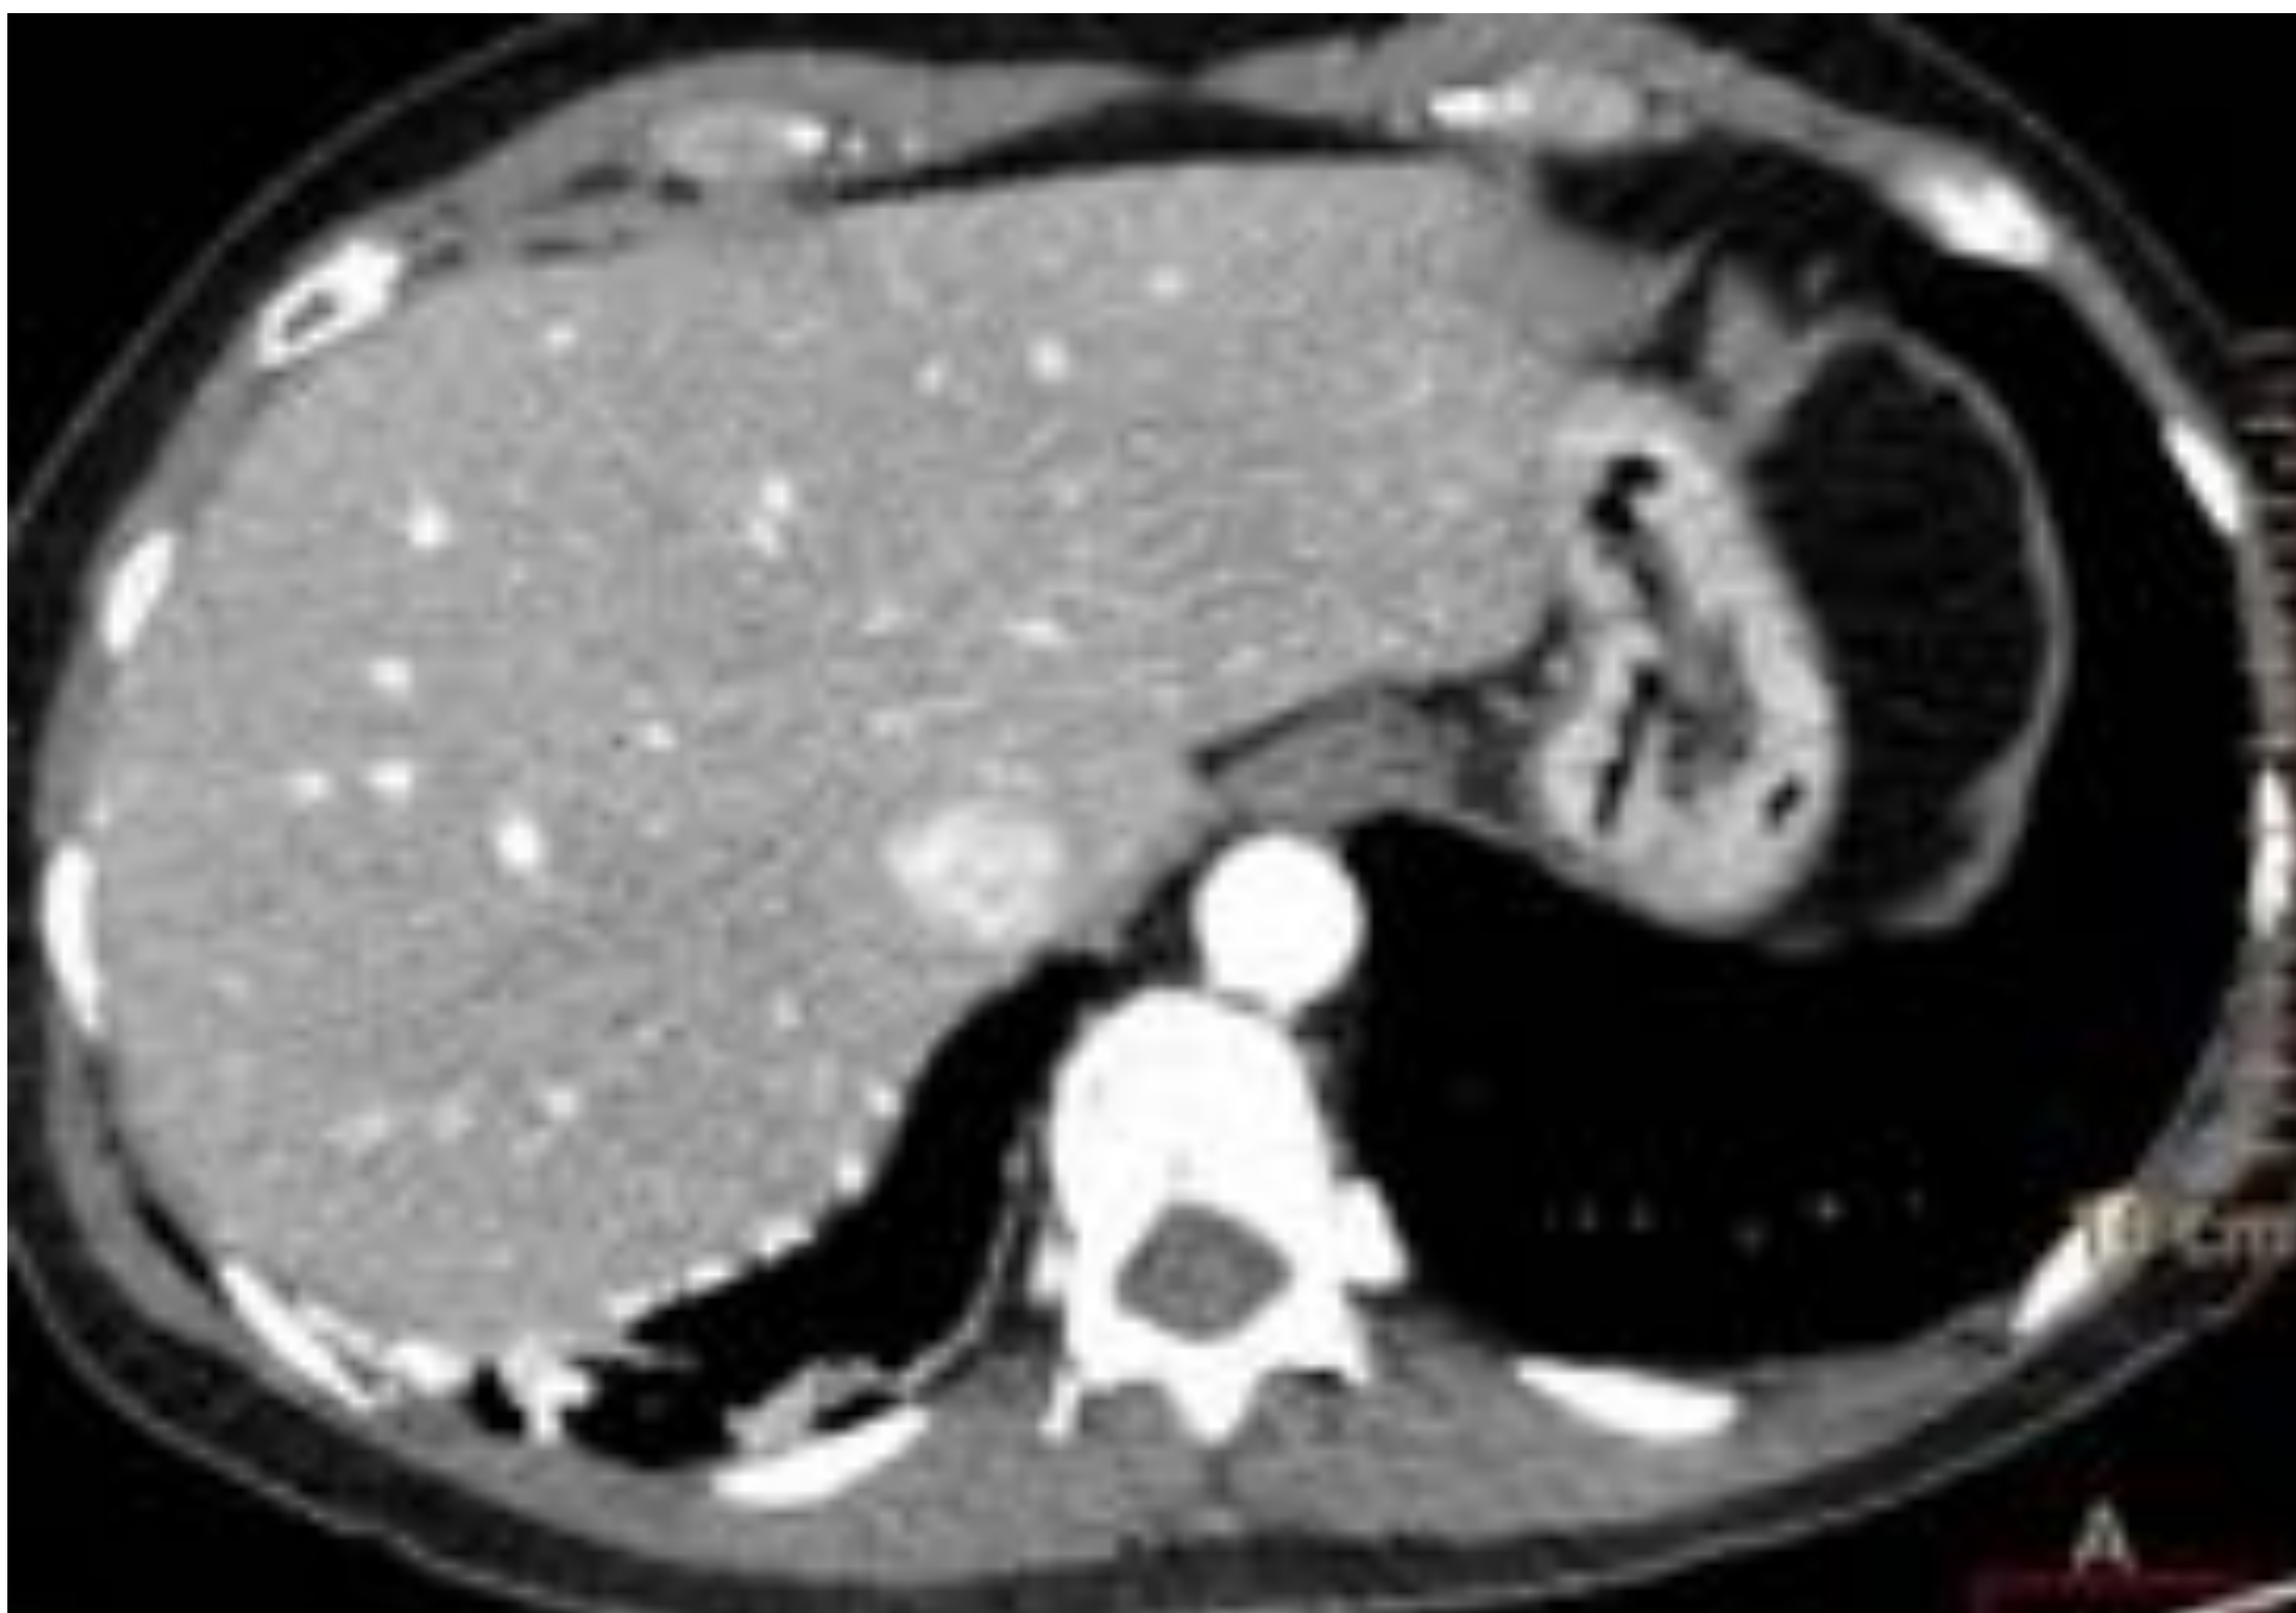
TC torácica axial con CIV. En la parte posterior de la base pulmonar derecha se observa un engrosamiento pleural hiperdenso, que dados los antecedentes del paciente es sugestivo de derrame pleural denso por talcaje previo.
